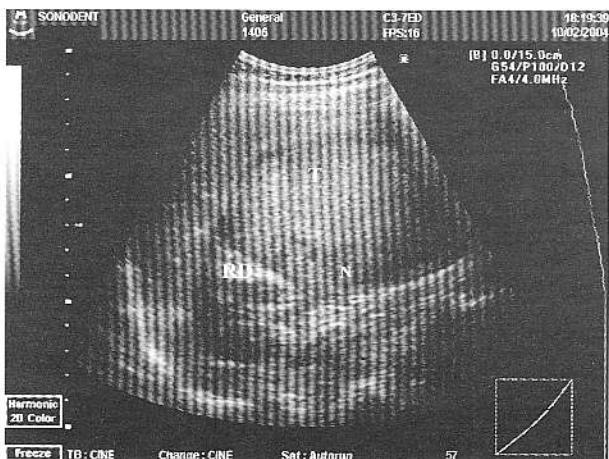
Ecografie încărcări - Structură nodulară, hipoeogenă la nivelul peretelui posterior al formațiunii renale drepte (RD – rinichiul drept, T – formațiunea tumorala, N – structura nodulară).
